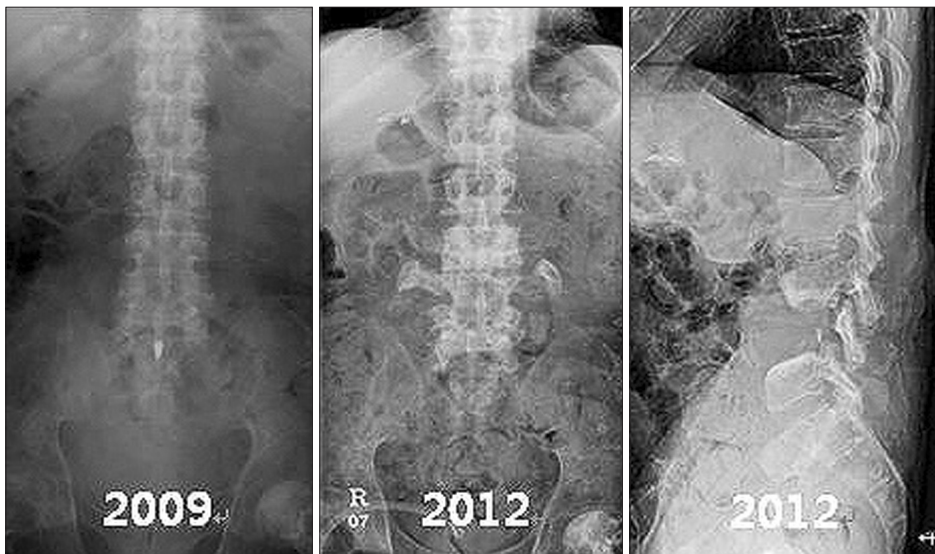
A Radiograph taken in 2009 showed minimal degenerative changes. The radiographs in 2012 showed widening of interpedicular distance and extensive destruction of the L4 vertebral body.
